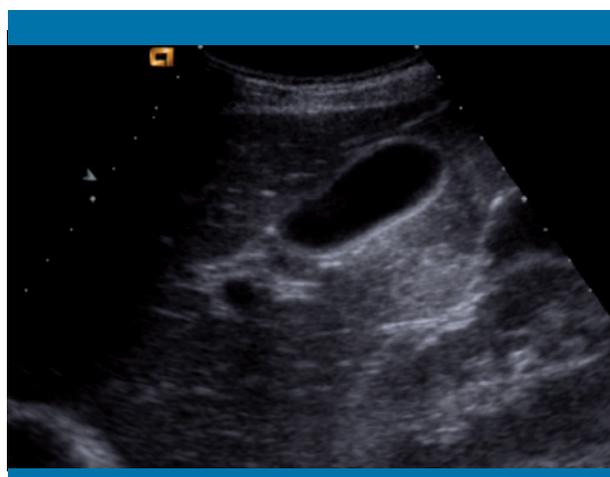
Ecografía de abdomen del caso 1: colecistitis alitiásica
